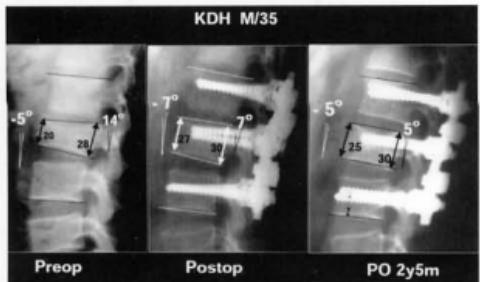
An L2 burst fracture in a 35-year-old man treated with short posterior segmental instrumentation and additional screw fixation at fractured vertebra. The -5° degree of initial kyphotic angle was corrected to -7° degree after operation. The last follow-up lateral radiograph shows good maintenance of corrected kyphotic angle including the wedge angle and wedge index. (The “-” represents the lordosis)
